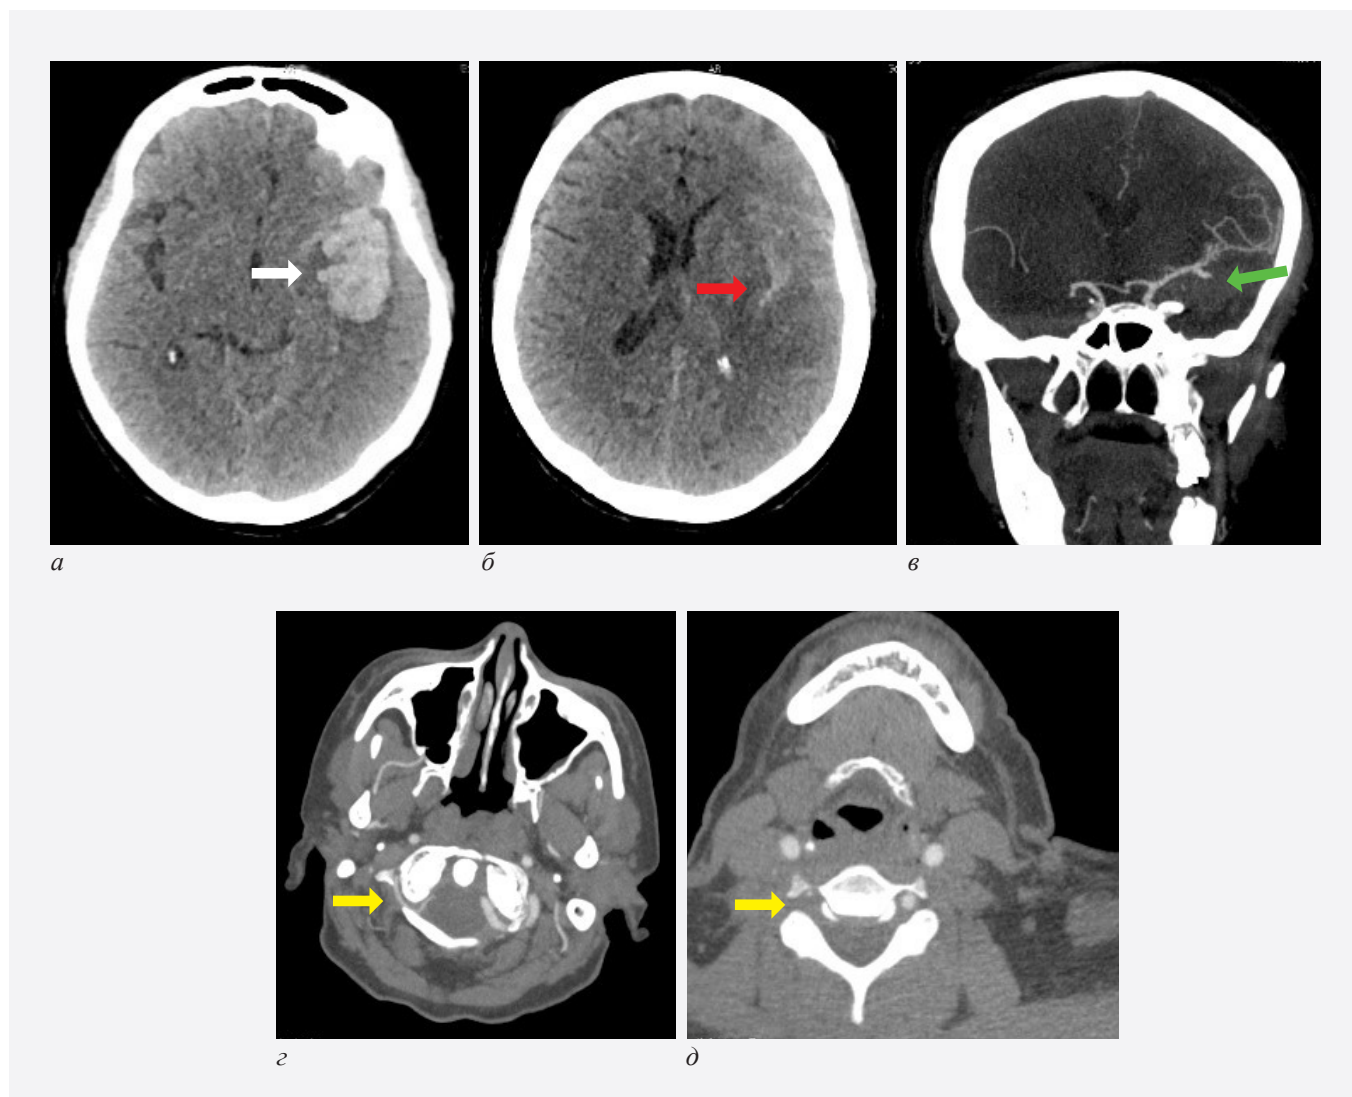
Пациентка, 63 года, нВЧК. а, б – бесконтрастная КТ, кровь определяется внутри паренхимы левой височной доли (белая стрелка), в бороздах левого полушария (красная стрелка). в, г, д – при КТАГ БЦА выявлена аневризма левой средней мозговой артерии (зеленая стрелка). Кроме того, обнаружена выраженная гипоплазия правой позвоночной артерии (желтые стрелки)
